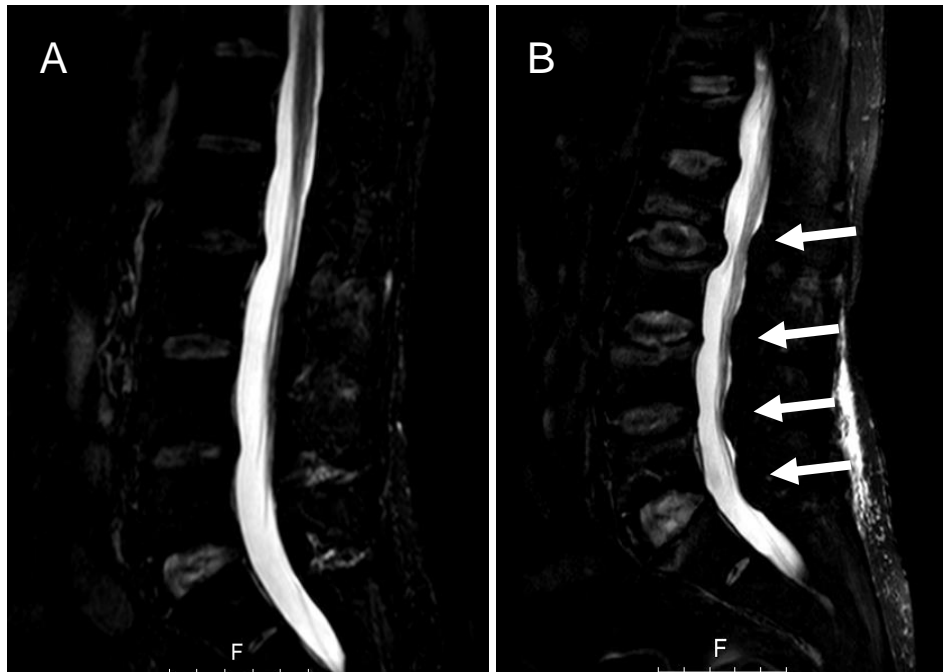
Cortes sagitais da coluna lombar, obtidos por RM com ponderação em short tau inversion recovery (STIR), realizadas ao 18º APD, com um intervalo de três meses (A→B). Observa-se uma franca moldagem do saco dural, causada pela hipertrofia do tecido adiposo epidural (setas).
